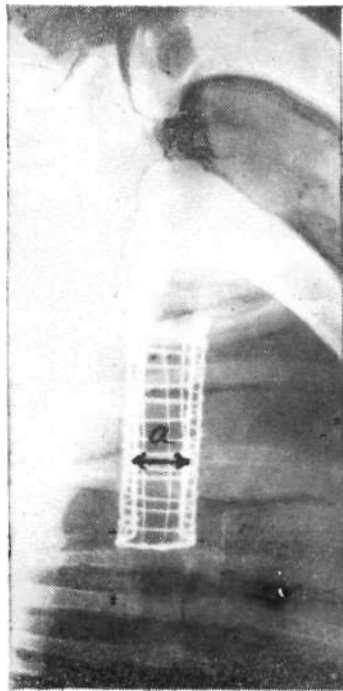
Опыт № 114. Рентгенограмма грудной клетки через 5 лет после операции; а — контуры трахеи ровные.
